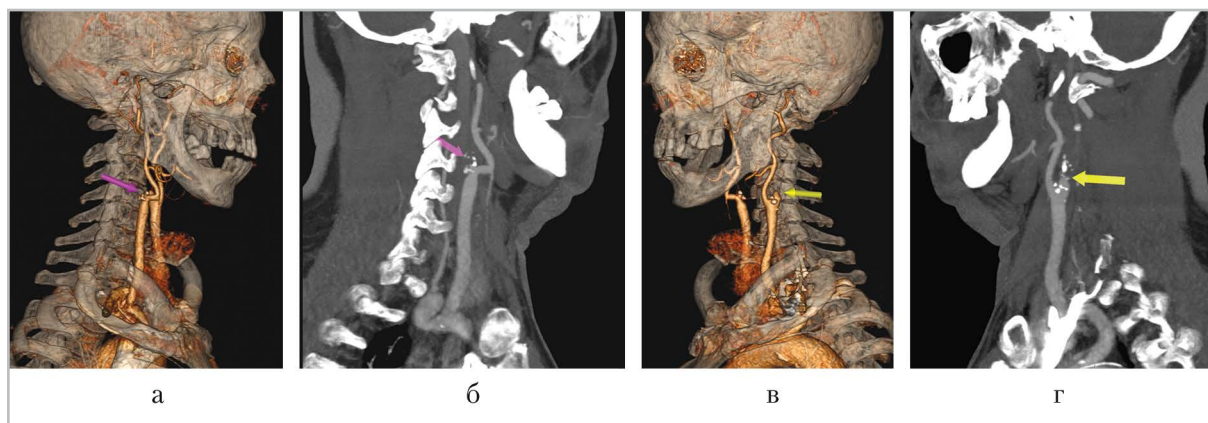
Компьютерные томограммы брахиоцефальных артерий с в/в контрастированием, 3D-реконструкции (а, в) и сагиттальная плоскость (б, г). Определяются окклюзии правой (а, б) и левой (в, г) внутренних сонных артерий за счет смешанных атеросклеротических бляшек
